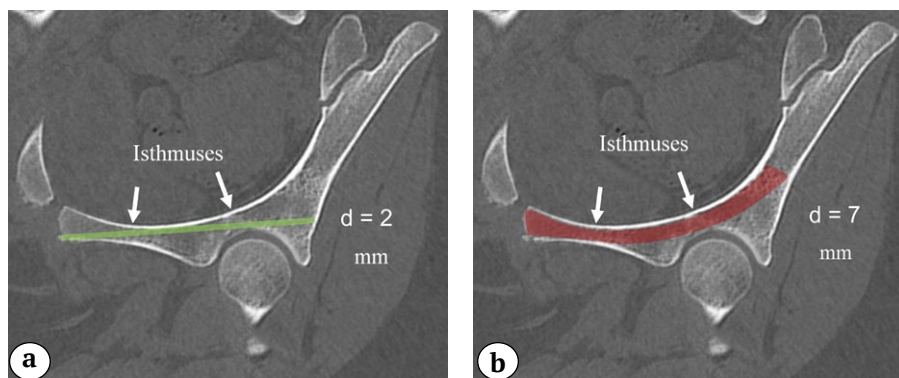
CT scan of the pelvis in the axial view at the level of the acetabulum:
